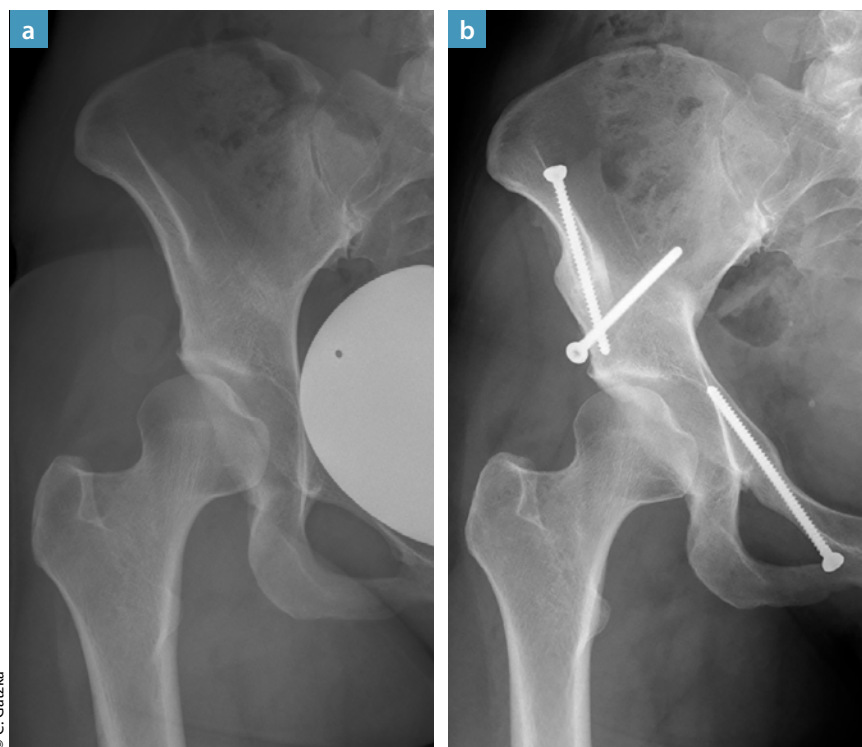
a: 23-jährige Patientin mit Leistenschmerz und manifester Dysplasie ($CE 16^\circ$); b: Röntgen 1 Jahr post OP (hier) 3FBO: vollständige knöcherne Konsolidierung und beginnendes „remodeling“ an Schambeinast und Darmbein – die Patientin ist schmerzfrei.
